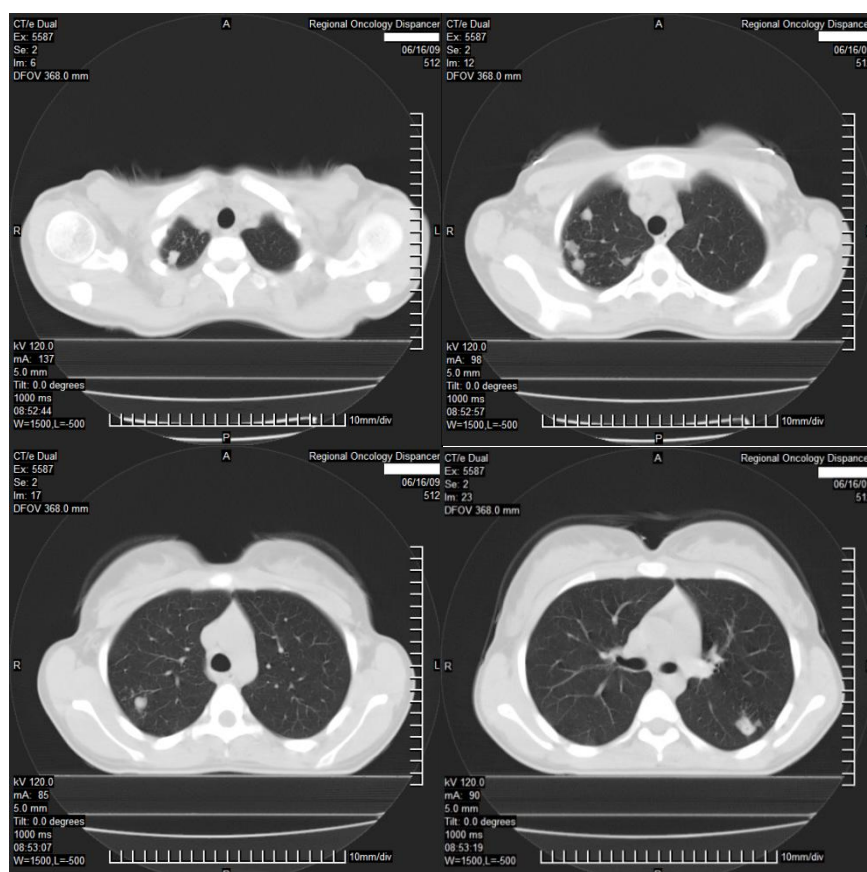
Компьютерная томограмма больной 3. при поступлении в стационар. В верхней доле правого и в S6 левого легких определяются множественные туберкулемы от 1.5 до 2.5 см в диаметре с полостями деструкции.
